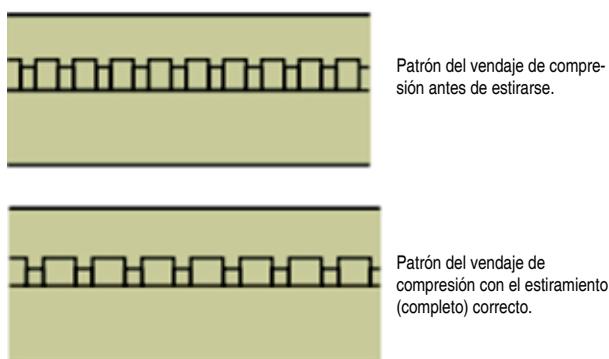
Comparación entre las distintas tensiones del vendaje de compresión. Imagen extraída del manual sobre directrices sobre resonancia magnética para IC de las series CI24RE, CI500 y CI600 de Cochlear
